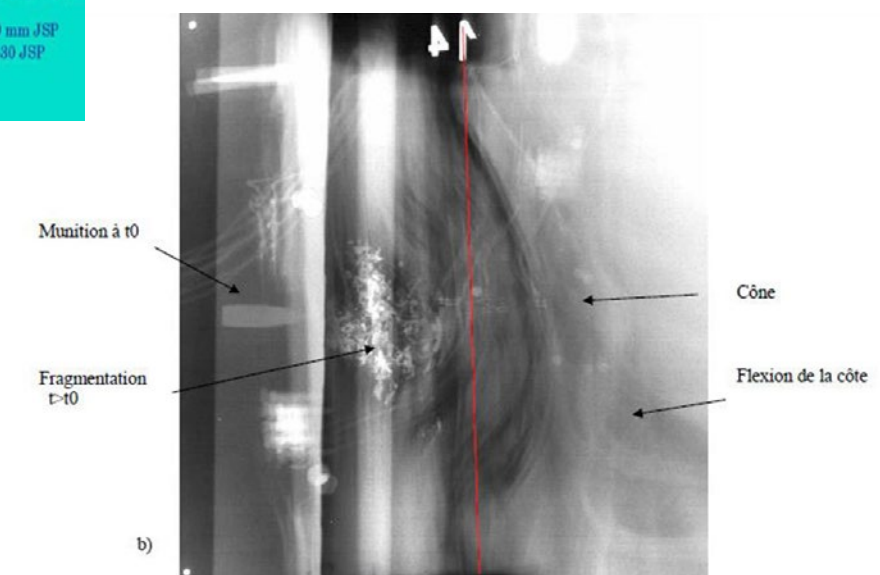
a& b: Flash Xrays
